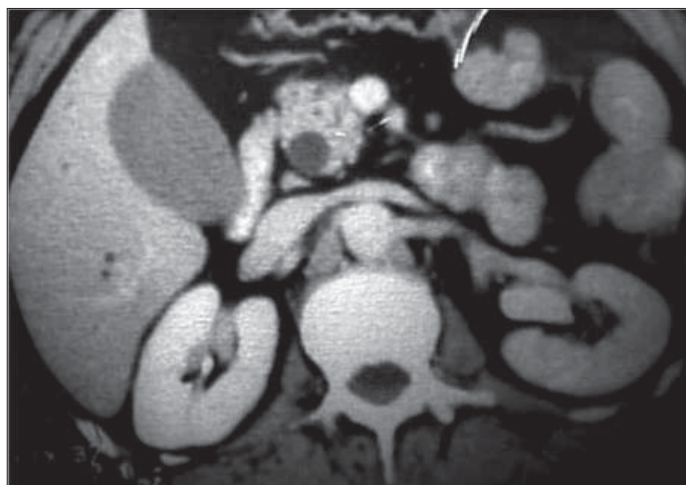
Dilatare a canalului coledoc. Secțiune axială CT la nivelul capului pancreatic.
